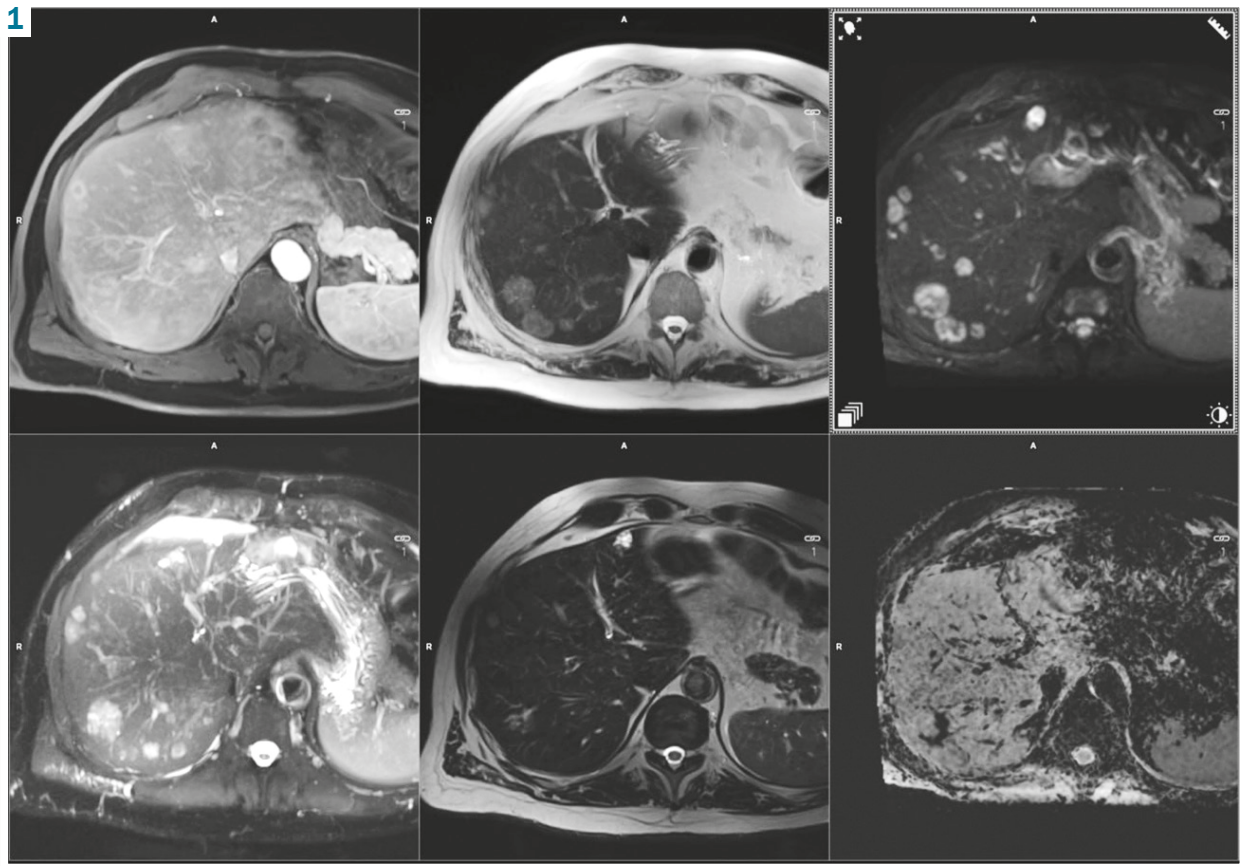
МРТ печінки від 22.12.2021 року.
